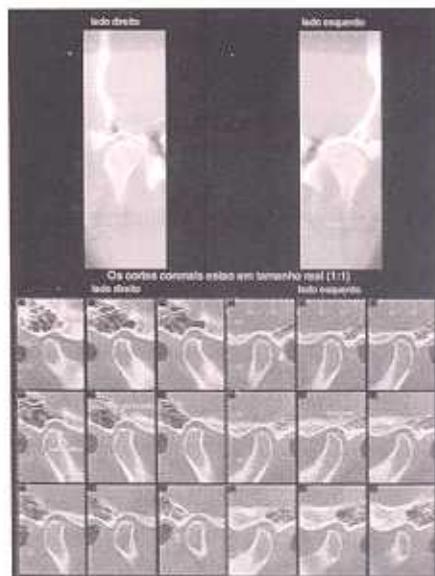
Tomografia final da ATM.
